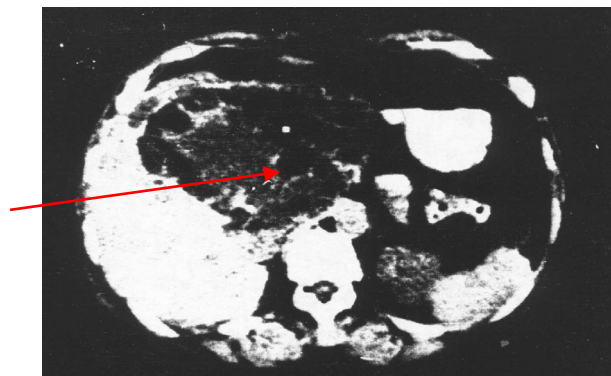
КТ печени. Эхинококковая киста IV-V-VI-VII-VIII сегментов печени
